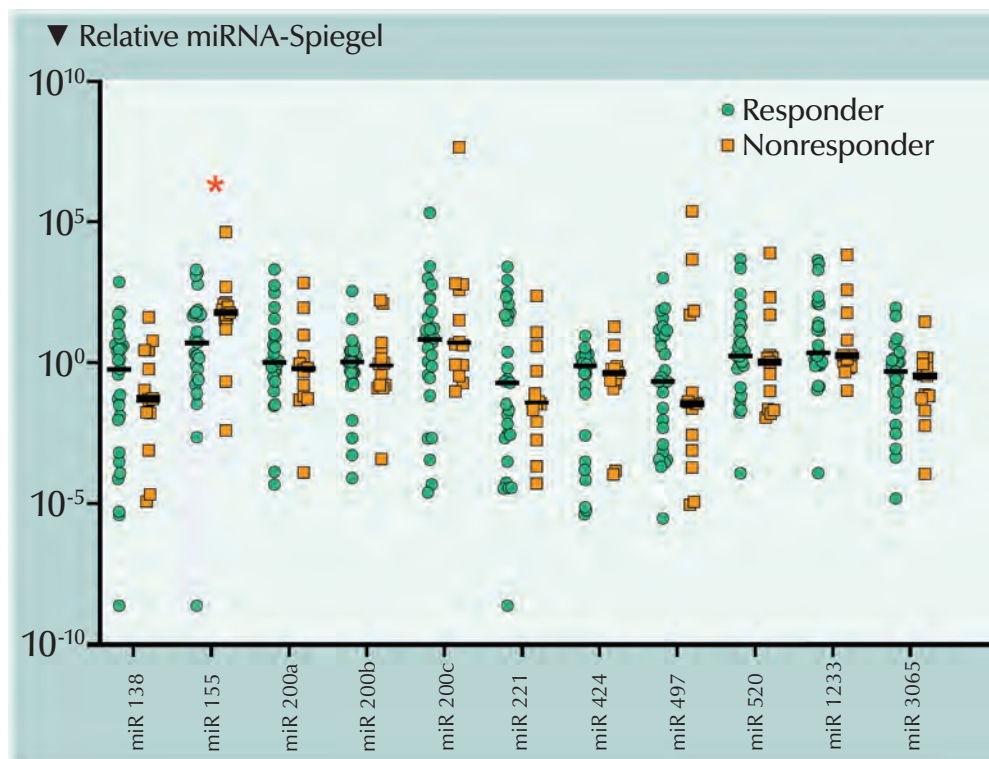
Vergleich der relativen Spiegel von miRNA nach Ansprechen auf ICI-Therapie. Unter allen miRNA waren nur die Spiegel der microRNA-155-3p zwischen Respondern und Nonrespondern auf die ICI signifikant unterschiedlich (*). Responder waren Patienten, die ein radiographisches Komplettansprechen, partielles Ansprechen oder stabile Krankheit erreicht hatten, während Nonresponder eine radiographische Progression hatten.
